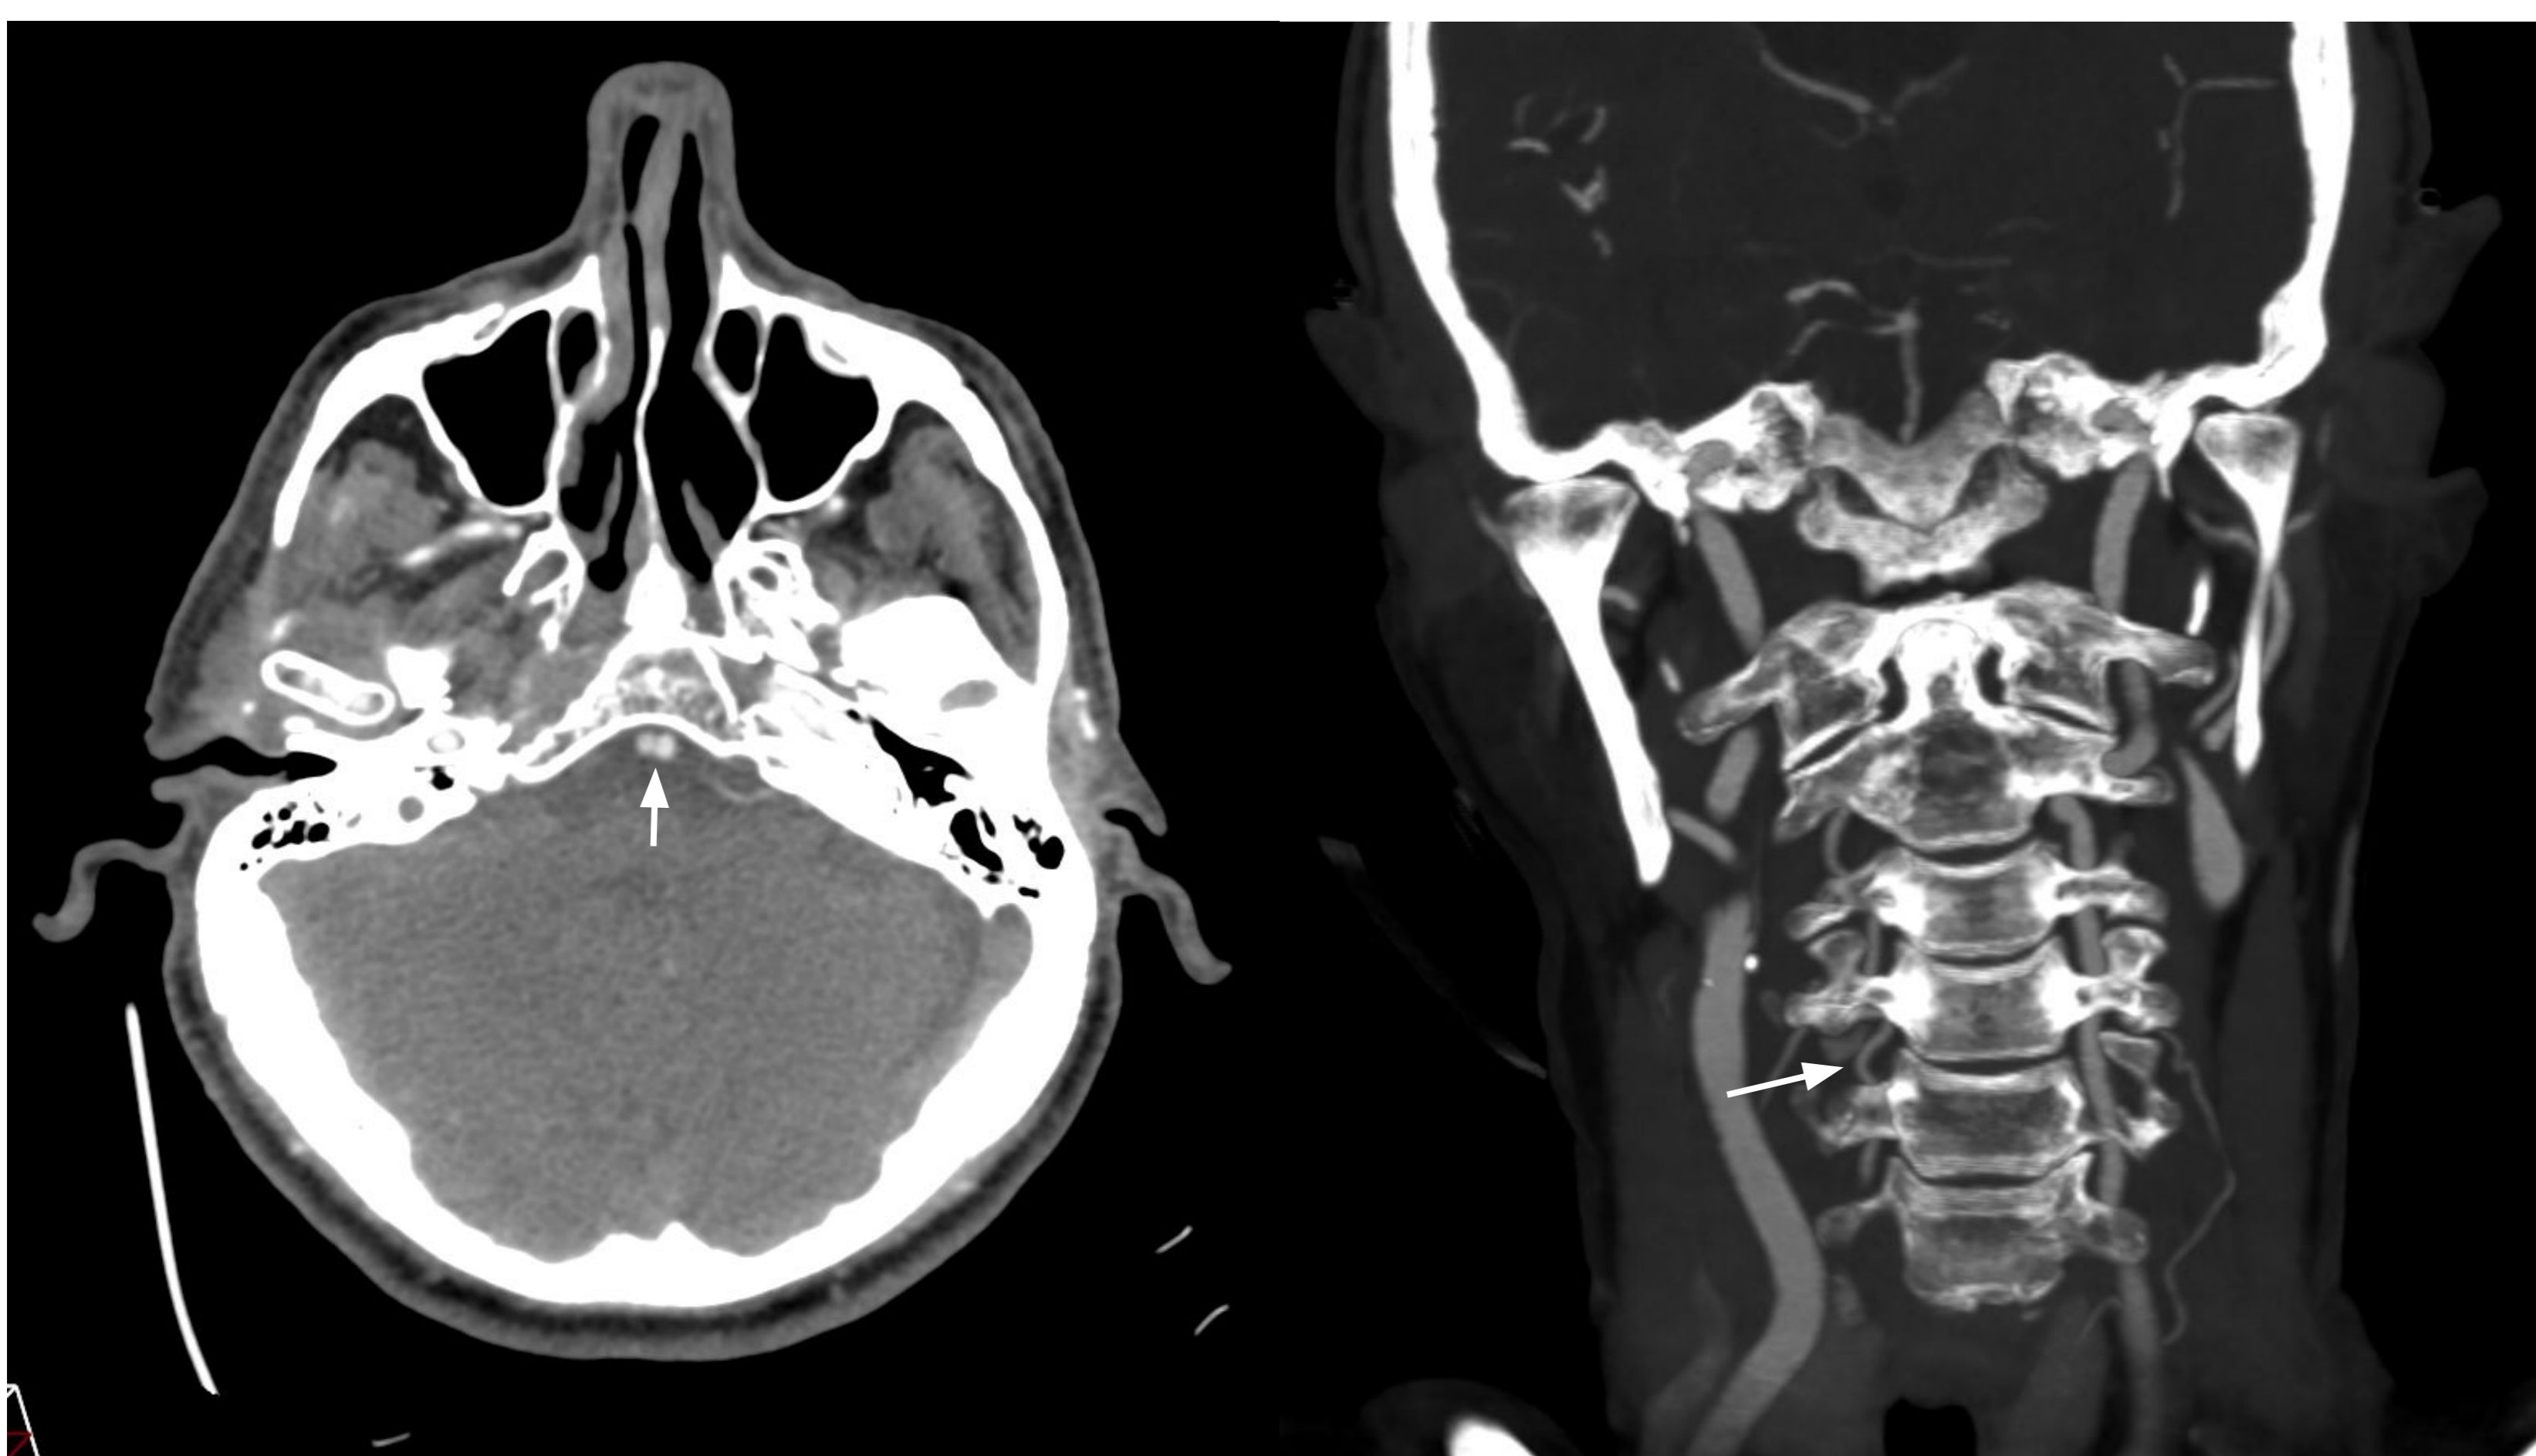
imagen de angio-TC de arterias cerebrales (izquierda) en la que se observan signos de fenestración de la arteria basilar (flecha). Imagen de angio-TC de TSA con reconstrucción 3D (derecha) en la que se aprecia hipoplasia de la arteria vertebral derecha (flecha).
